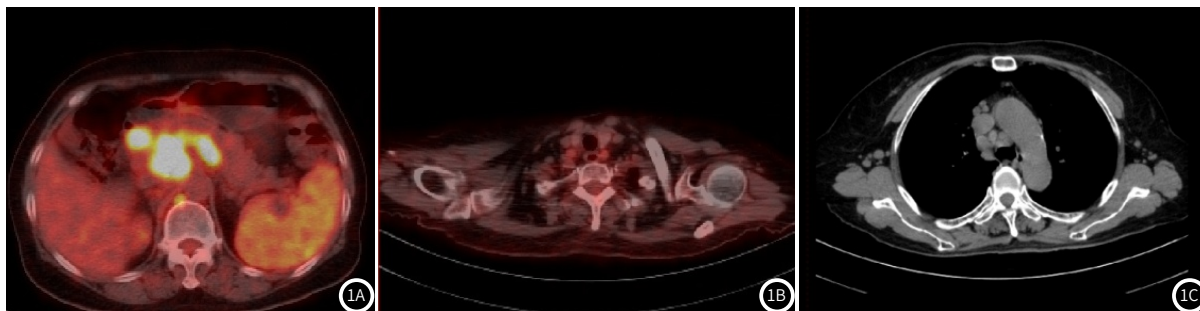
淋巴瘤患者PET/CT、CT影像学表现。男性,31岁,弥漫大B细胞型IV期,1A为化疗前PET/CT显像,显示胰体多发肿大淋巴结、多发骨骺代谢增高;1B为化疗6个疗程后PET/CT显像,显示左侧锁骨上区多发小淋巴结,代谢无明显异常;1C为化疗后CT显像结果,右侧腋窝存在小肿块。
